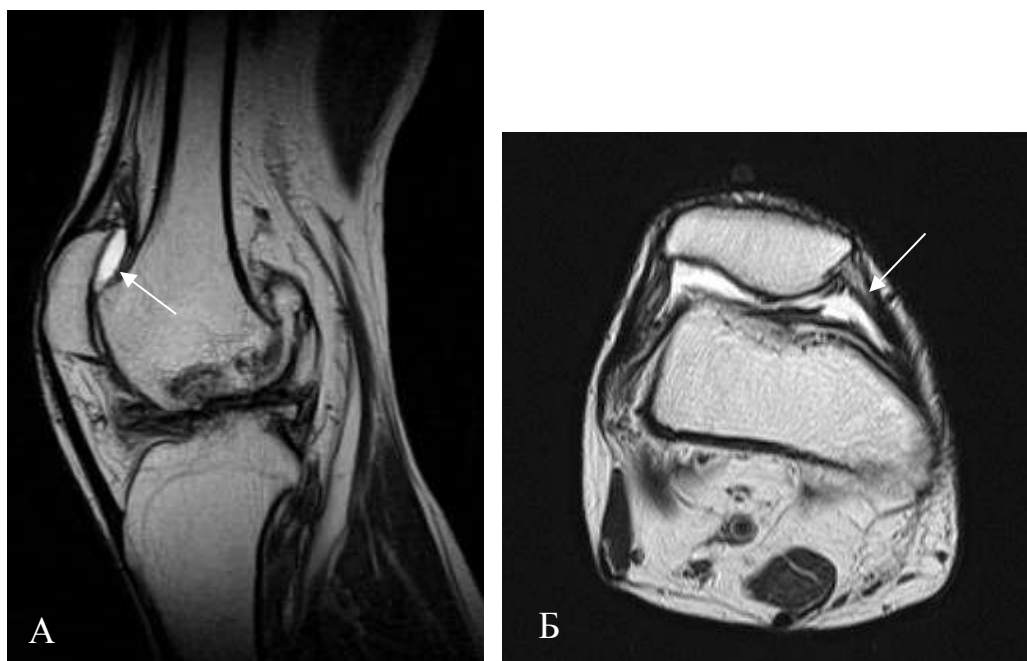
МРТ коленного сустава в режиме T2-ВИ в сагиттальной (А) и аксиальной (Б) проекциях. В ретропателлярном завороте коленного сустава небольшое количество жидкости до 0,5 см (градация 1)
